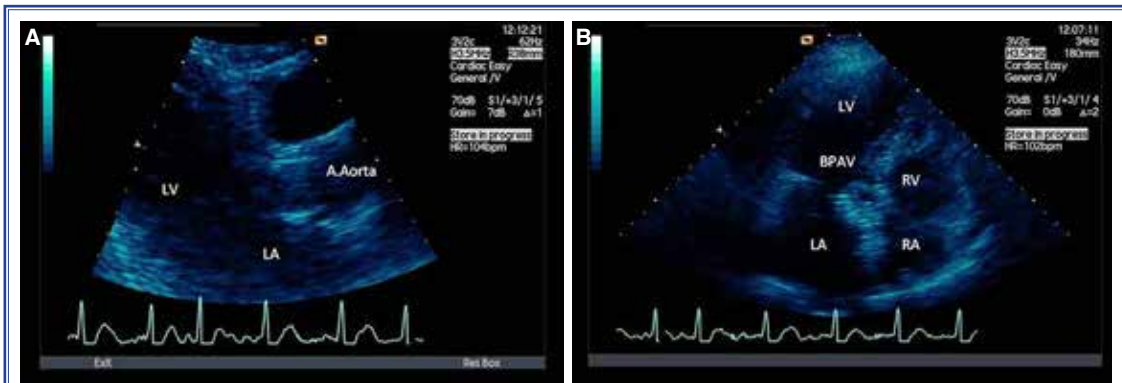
Ciddi aort darlıklı bir hastanın transkateter aort kapak implantasyonu öncesi ve sonrası iki boyutlu transözofajiyal ekokardiyografi görüntüleri: (A) Transkateter aort kapak implantasyonu öncesi aort yaprakçık açıklığının ileri derecede kısıtlı olduğu görülmektedir. (B) Transkateter aort kapak implantasyonu sonrası aort yaprakçık açıklığının belirgin olarak arttığı izlenmektedir. (C) Transkateter aort kapak implantasyonu sonrası aort yaprakçık açıklığının üç boyutlu transözofajiyal ekokardiyografide uzun eksen görüntülenmesi.
